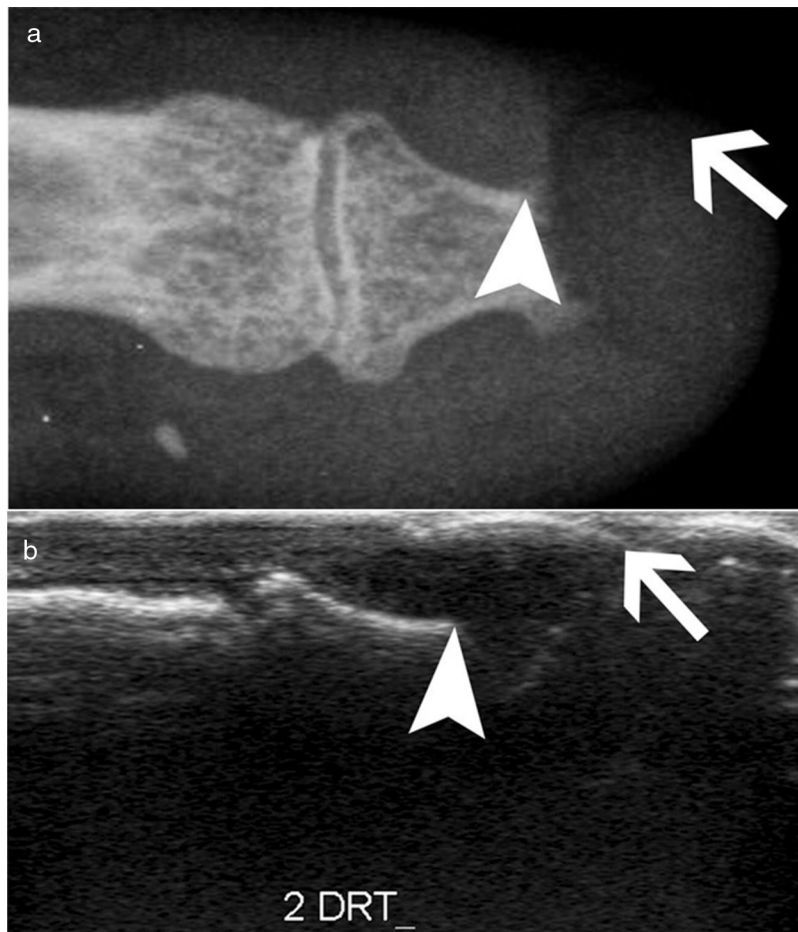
Acroosteólisis del dedo índice en un paciente con SSc. A) Radiografía simple. B) Ecografía.
